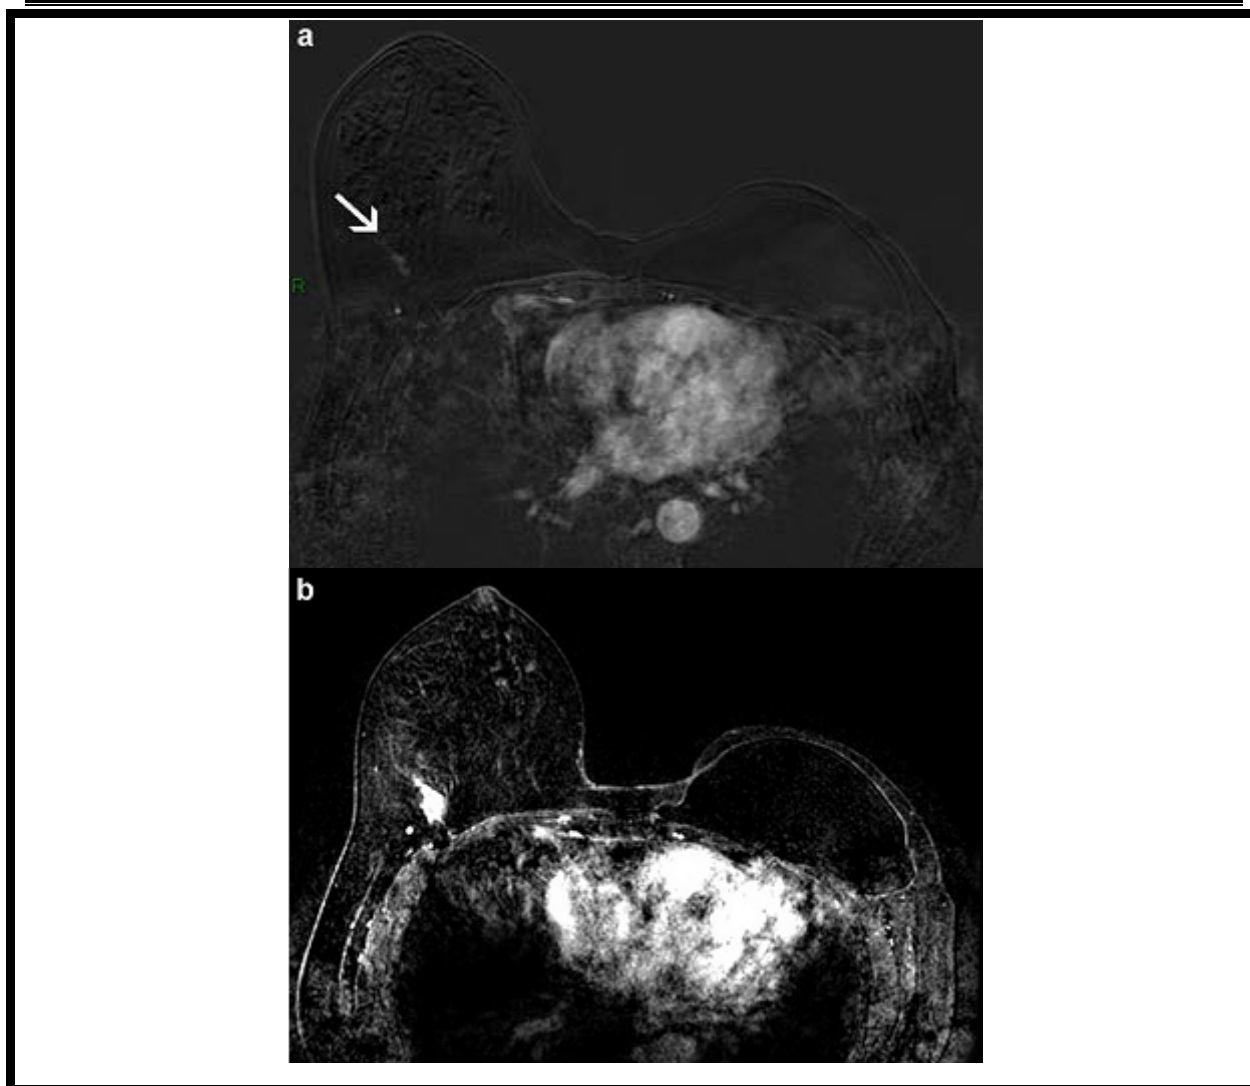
a : IRM de dépistage BRCA1 en 2010 .discrète prise de contraste focale du QSE droit contrôle à six mois demandé (flèche) ; b : IRM 2011 .progression nette de la prise de contraste révélant un carcinome canalaire invasif.
